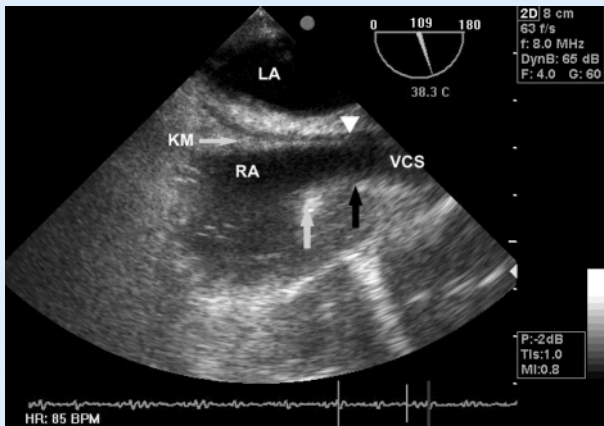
▲ Im bikavalen Blick der transösophagealen Echokardiographie erkennt man die Katheterspitze (Pfeilspitze) an der Basis der Crista terminalis (schwarzer Pfeil). Die Kontrastmittelwolke (KM) tritt in den rechten Vorhof (RA) aus. LA linker Vorhof, VCS V. cava superior, grauer Pfeil Crista terminalis
